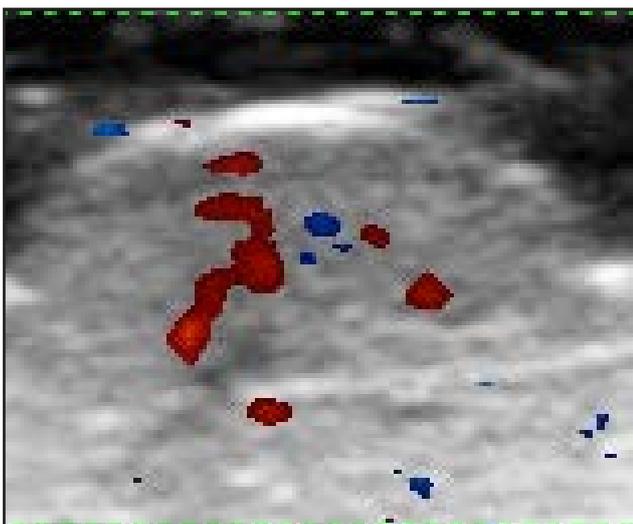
Doppler color: vascularización aumentada dentro del tumor.
